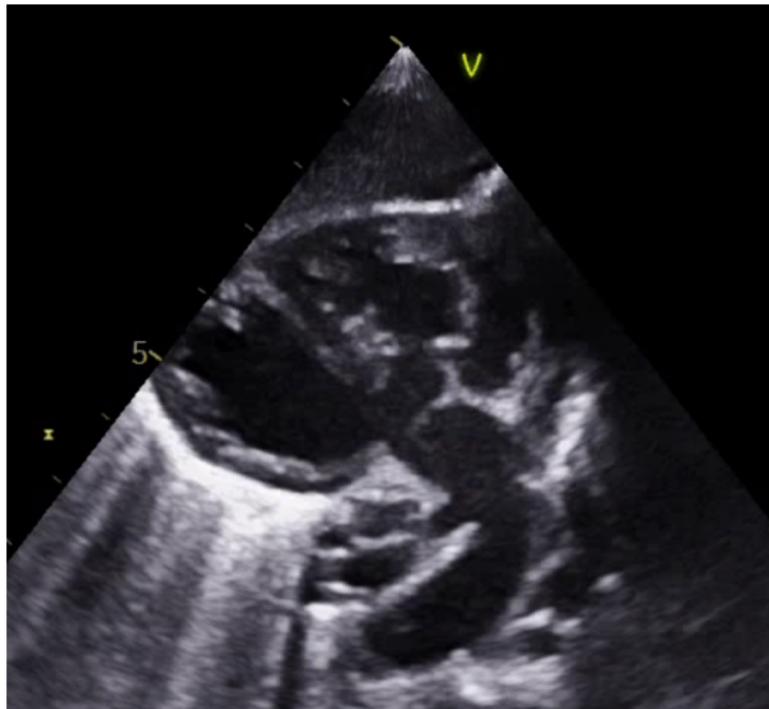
Figure – TAC les AP naissent de l'aorte
